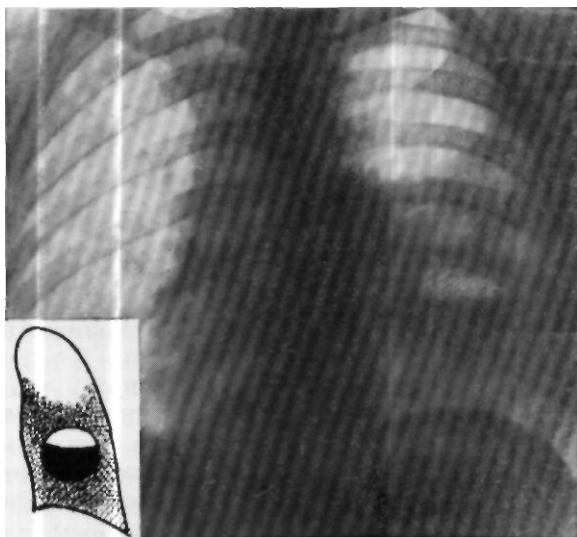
Рентгенограмма больной 3. Слева от III до VII ребра (по передним отделам) видна тень инфильтрации легочной ткани без ясных очертаний. На фоне этой тени от IV до VI ребра определяется овальная полость больших размеров, содержащая жидкость с горизонтальным уровнем на V ребре и просветлением над ним. Тень корня левого легкого увеличена, неясно очерчена.
